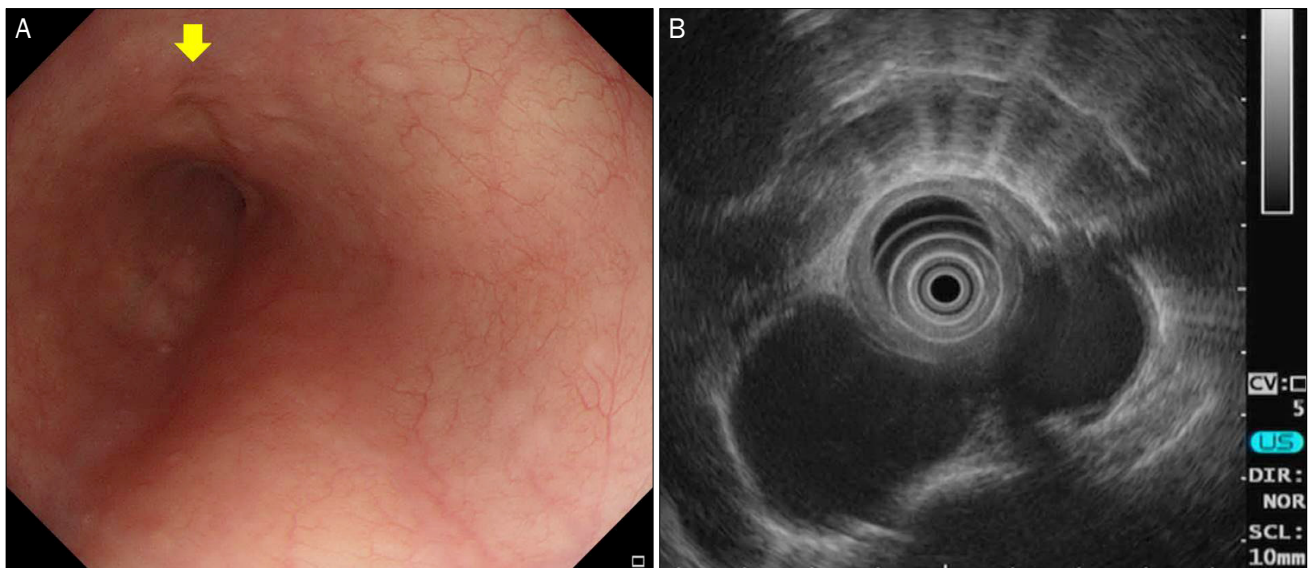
Follow-up endoscopy and endoscopic ultrasonography (EUS) at 4 months after endoscopic drainage. (A) On endoscopy, the previous sub-epithelial lesion is markedly decreased, and the incision site is completely healed (arrow). (B) On EUS, the cystic lesion is still observed at the muscular layer of the esophagus, but its size decreases to 3.7 cm and the previous hyperchoic floating materials are not seen any more.
